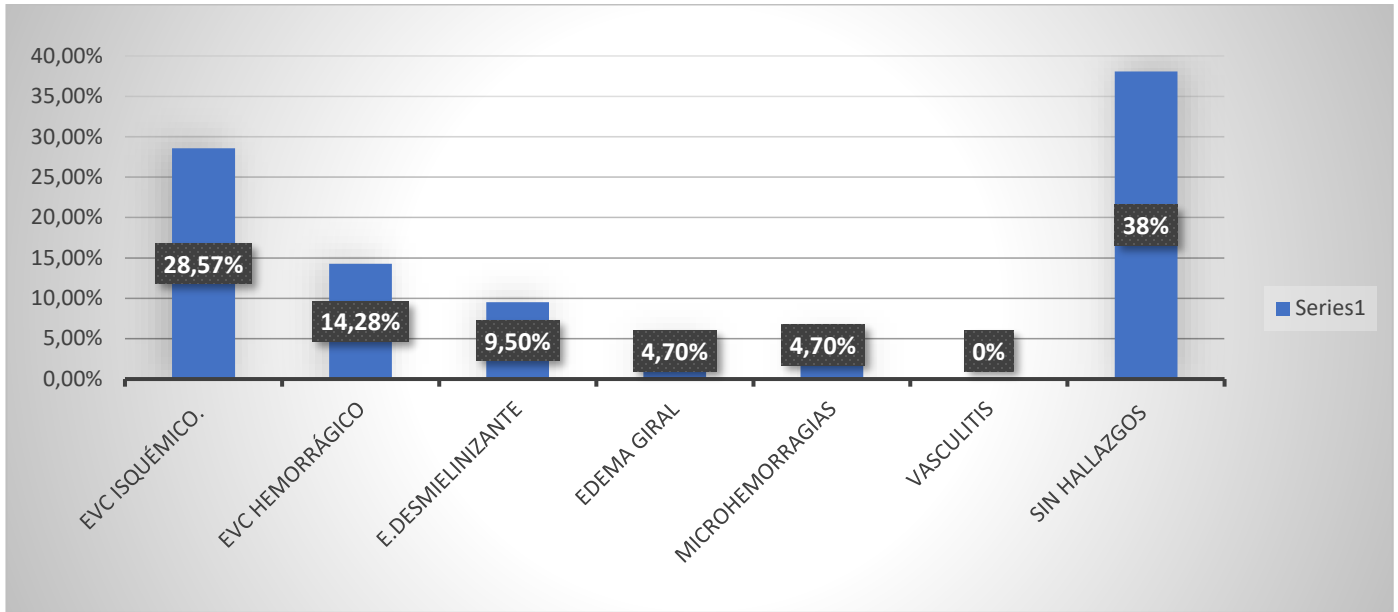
Porcentaje del total de las RM evaluadas
